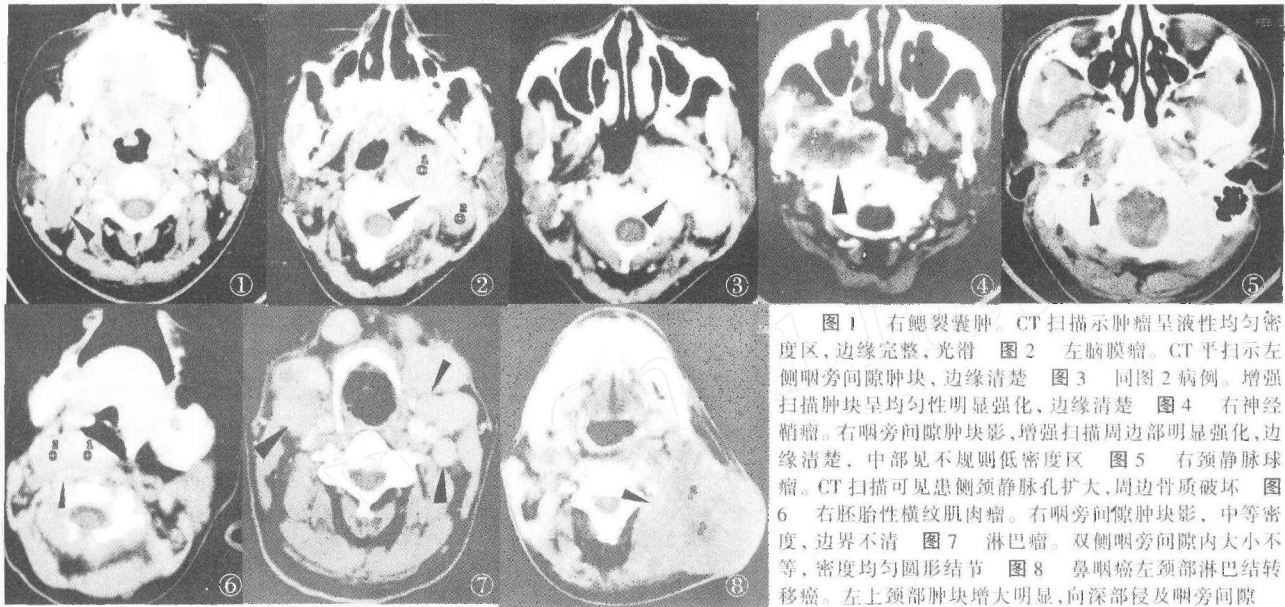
右腮裂囊肿。CT扫描示肿瘤呈液性均匀密度区,边缘完整,光滑。图2 左脑膜瘤。CT平扫示左侧咽旁间隙肿块,边缘清楚。图3 同图2病例。增强扫描肿块呈均匀性明显强化,边缘清楚。图4 右神经鞘瘤。右咽旁间隙肿块影,增强扫描周边部明显强化,边缘清楚,中部见不规则低密度区。图5 右颈静脉球瘤。CT扫描可见患侧颈静脉孔扩大,周边骨质破坏。图6 右胚胎性横纹肌肉瘤。右咽旁间隙肿块影,中等密度,边界不清。图7 淋巴瘤。双侧咽旁间隙内大小不等,密度均匀圆形结节。图8 鼻咽癌左颈部淋巴结转移癌。左上颈部肿块增大明显,向深部侵犯咽旁间隙。
